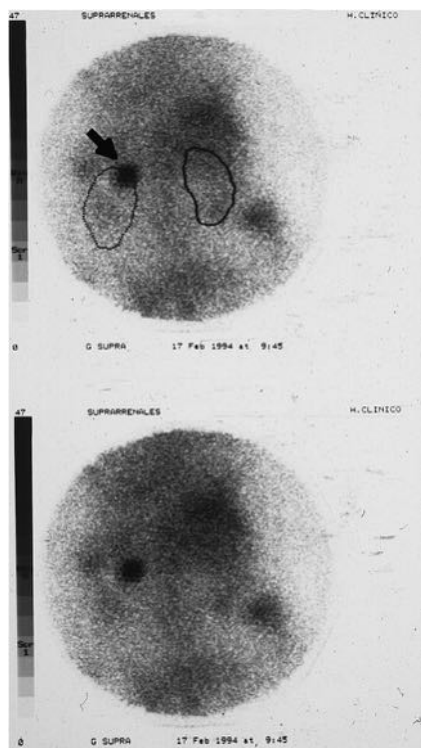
Escintigrafía: adenoma corticosuprarrenal y anulación funcional adrenal contralateral.
